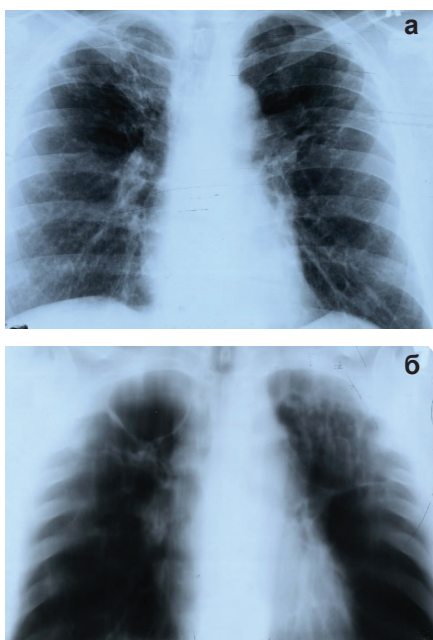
Рентгенограмма (а) и томограмма (б) больного П. до операции
